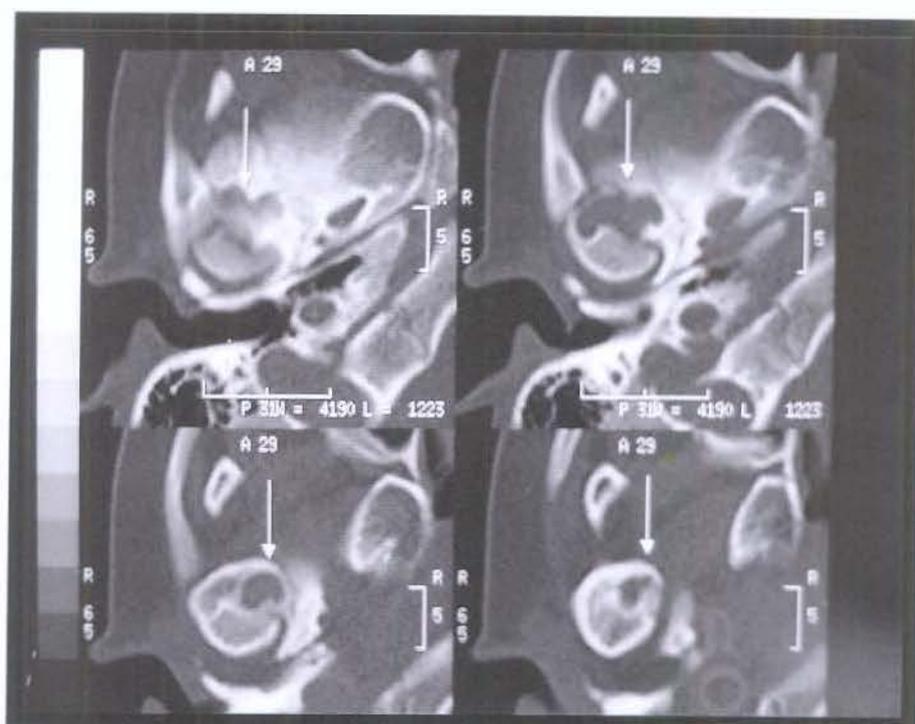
Tomografia computadorizada – cortes axiais
